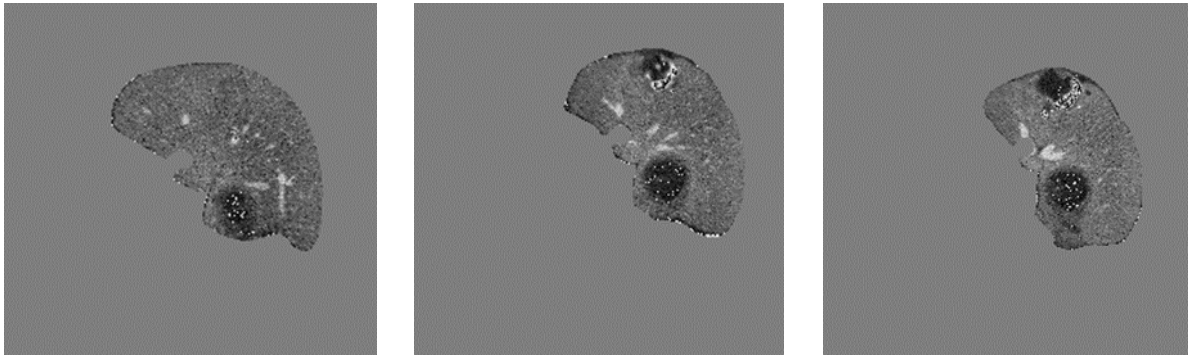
35 Foie segmentée à partir des coupes CT abdominale avec présence de tumeurs
